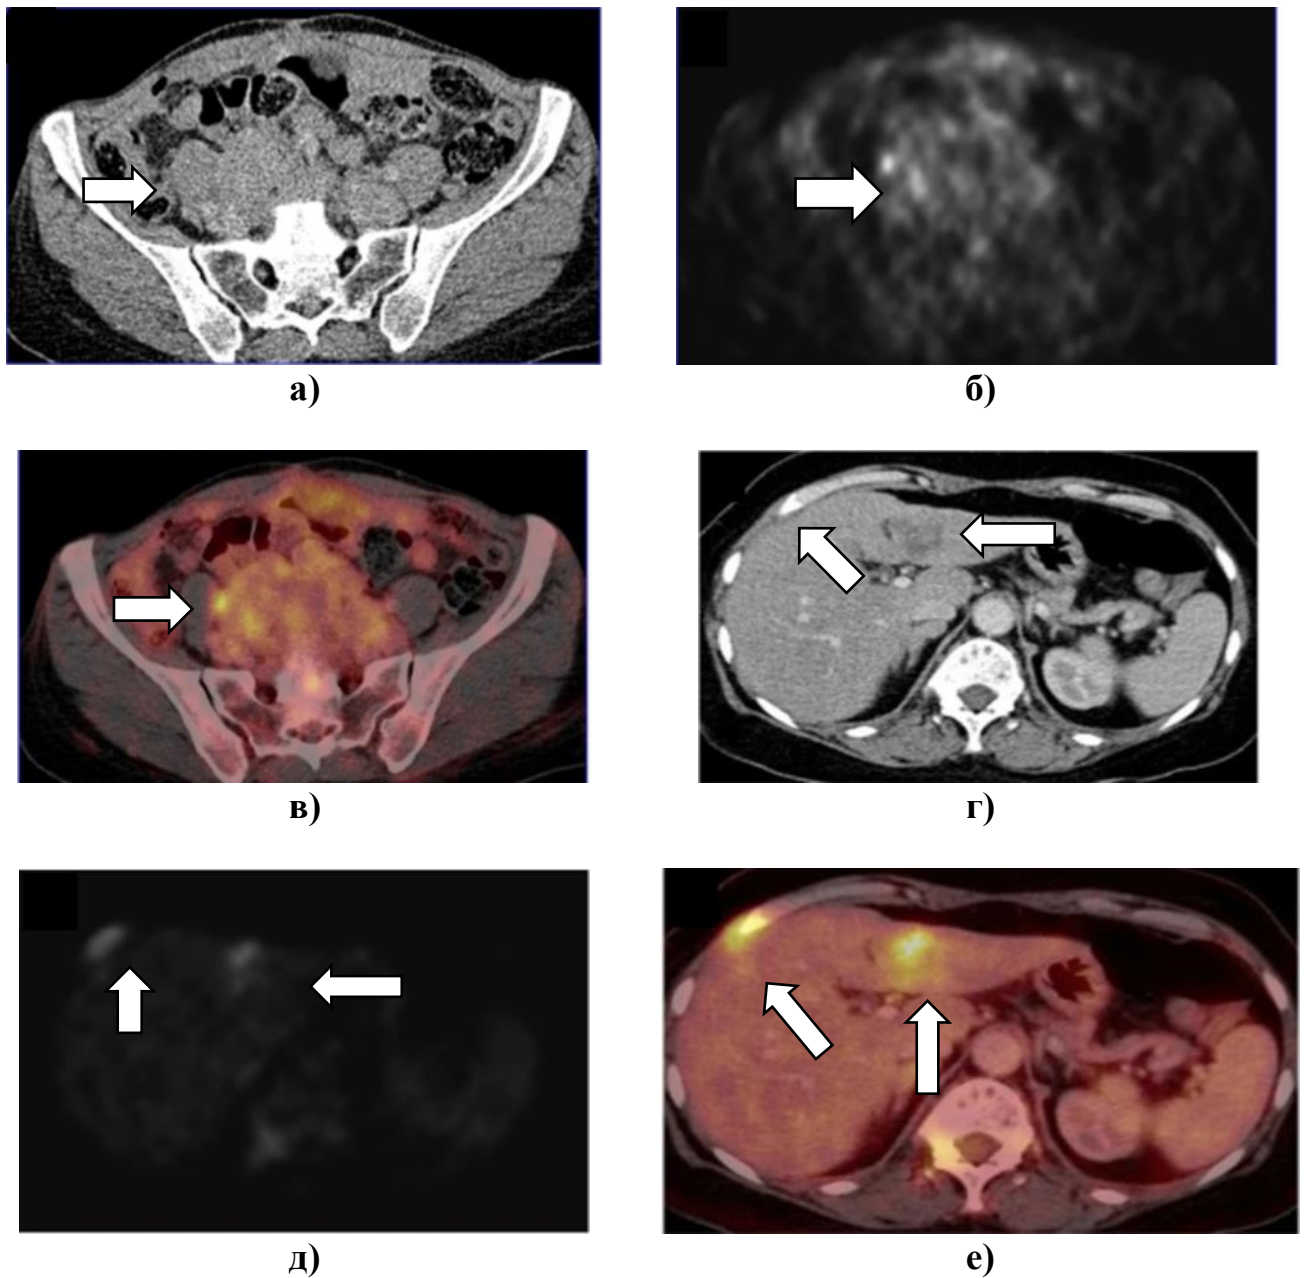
а) КТ-изображение (аксиальный срез) малого таза при рецидиве РЯ; б) ПЭТ-изображение при рецидиве РЯ в малом тазу (аксиальный срез); в) ПЭТ-КТ аксиальный срез малого таза при рецидиве РЯ; г) КТ-скан в аксиальной проекции при рецидиве серозного РЯ в паренхиме и по капсуле печени; д) ПЭТ-изображение в аксиальной проекции при рецидиве серозного РЯ в паренхиме и по капсуле печени; е) ПЭТ-КТ изображение в аксиальной проекции при рецидиве серозного РЯ в паренхиме и по капсуле печени
